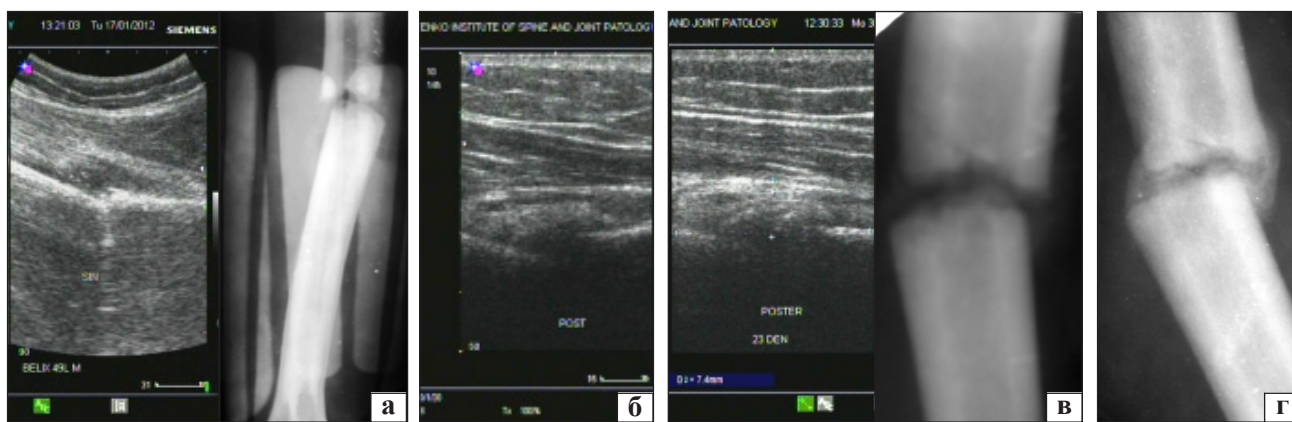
Ультрасонограми та рентгенограма хворого Б., 49 років, з переломом плечової кістки на етапах лікування: 3-я (а), 14-а (б), 21-а (в) та 45-а (г) доба після перелому
